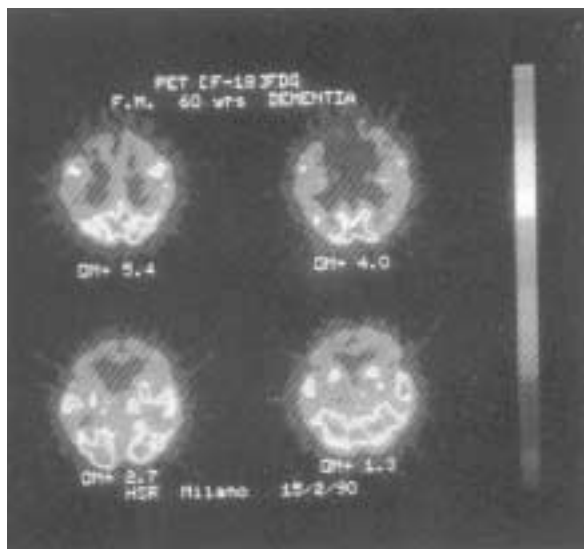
Riduzione del metabolismo frontale bilaterale alla PET.
